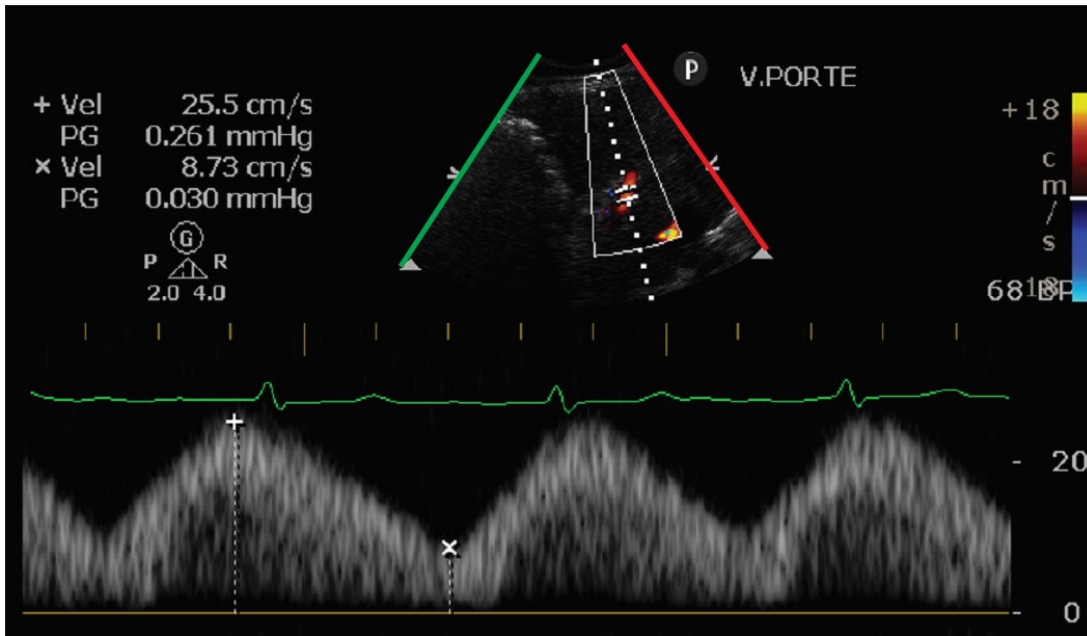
Pulse-wave Doppler waveform of a pulsatile portal flow
